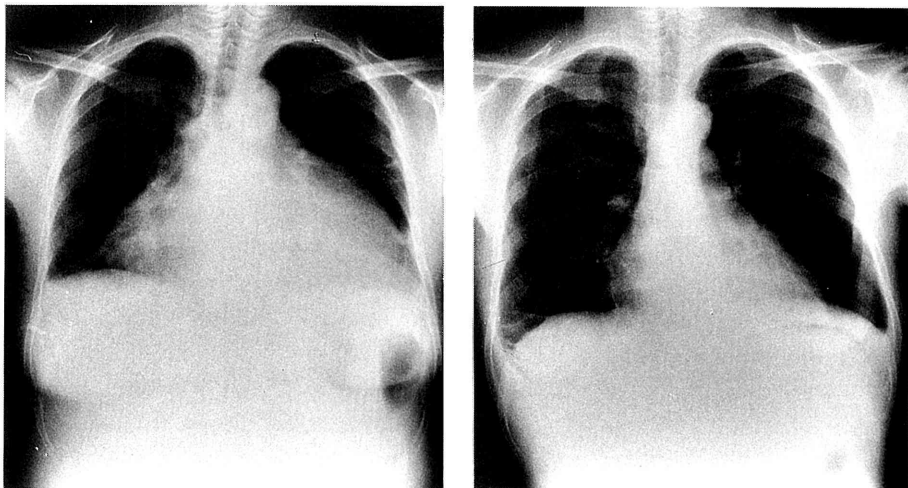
症例 2 における治療前後の胸部X線を示す。左は治療前で心拡大を呈していた。右は治療後で症状の改善した際の所見である。
